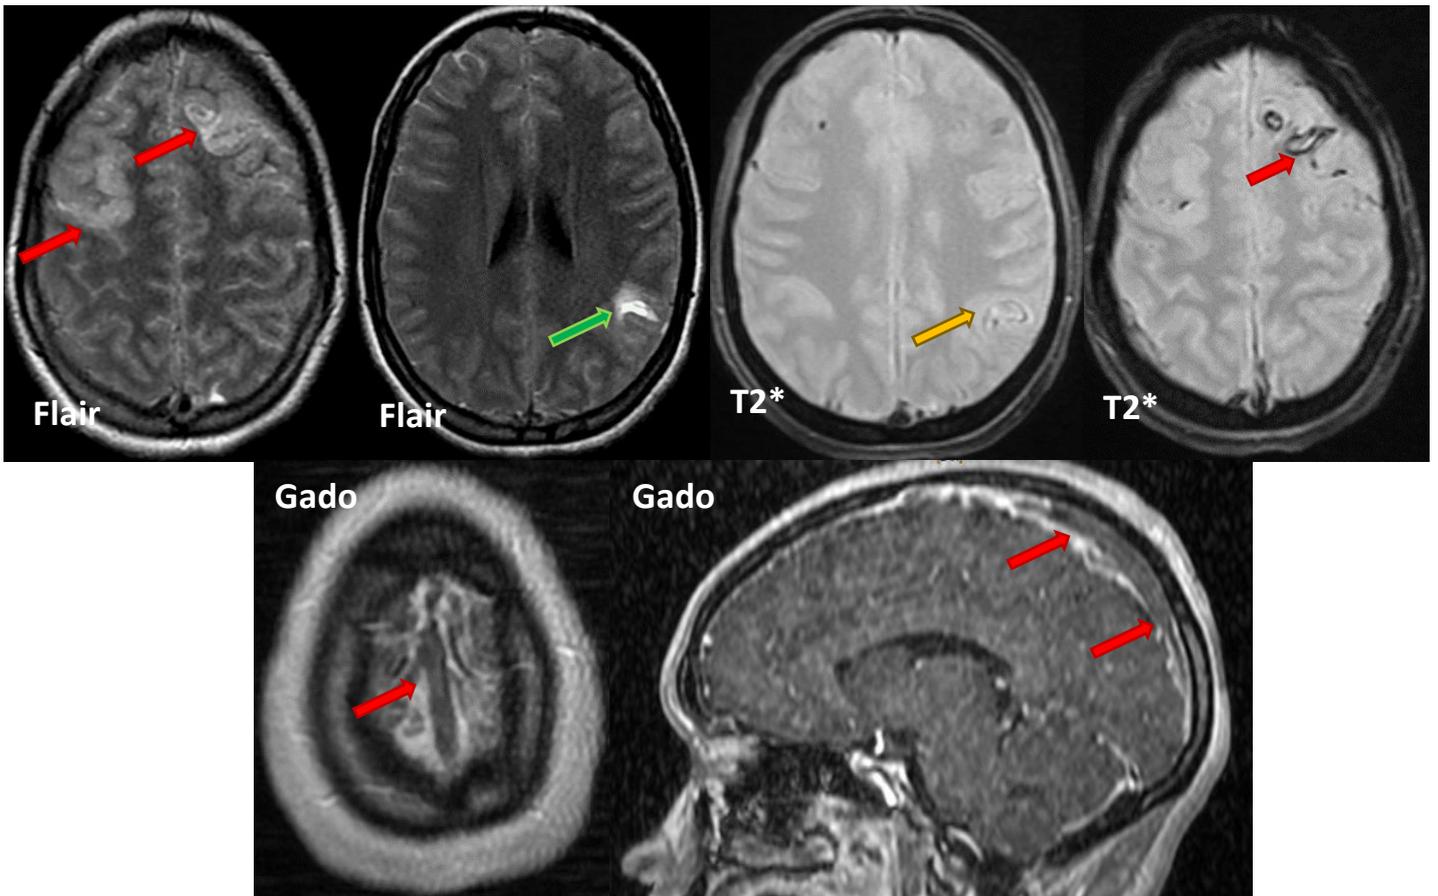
IRM cérébrale :
